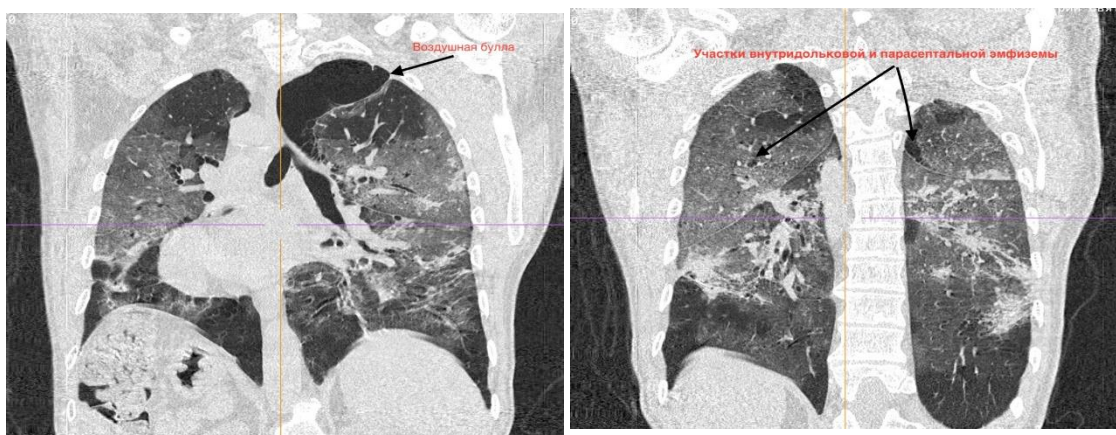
КТ-картина течения двусторонней интерстициальной пневмонии, признаки артериальной легочной гипертензии. (Высокая вероятность COVID-19, КТ 3-4). Воздушные буллы верхних долей обоих легких.
